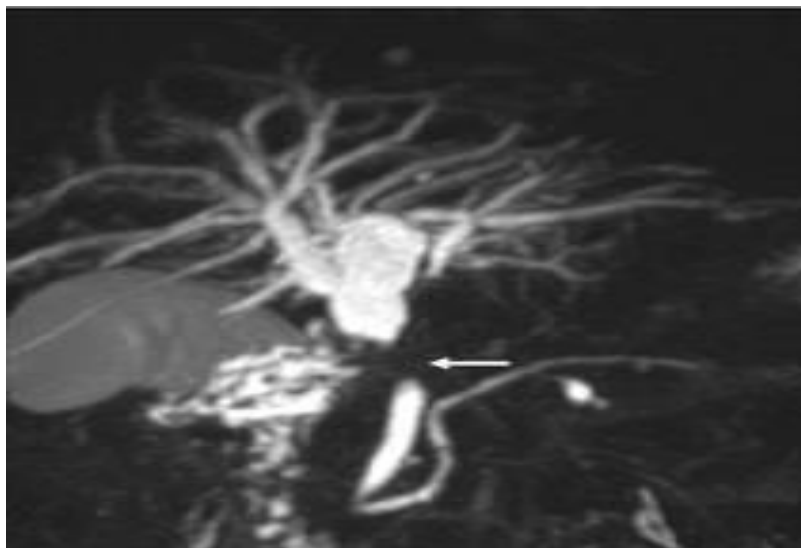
Больной А, 48л. И.б. № 568. МР томография: Внутрпечёночная и внепеченочная желчная гипертензия, вследствие клипирования холедоха.
